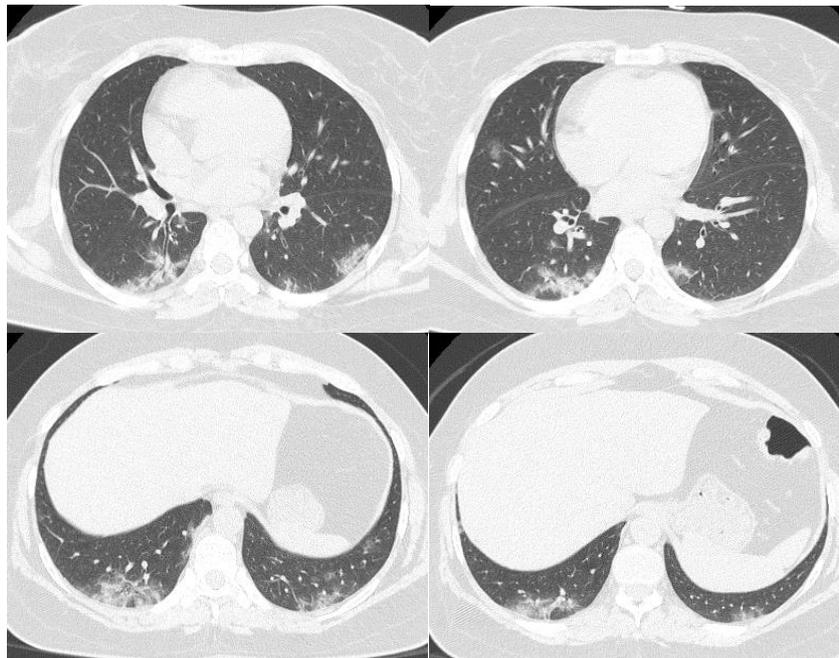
КТ органов грудной клетки в аксиальной плоскости. Двусторонние очаги и фокусы уплотнения легочной паренхимы по типу «матового стекла» в периферических отделах легких
